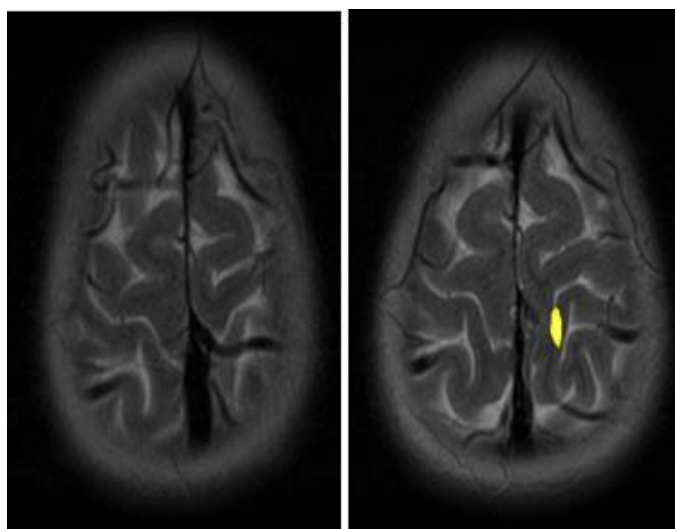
Изменения на Ф-МРТ у второго пациента (до курса лечения и по окончании курса лечения)
